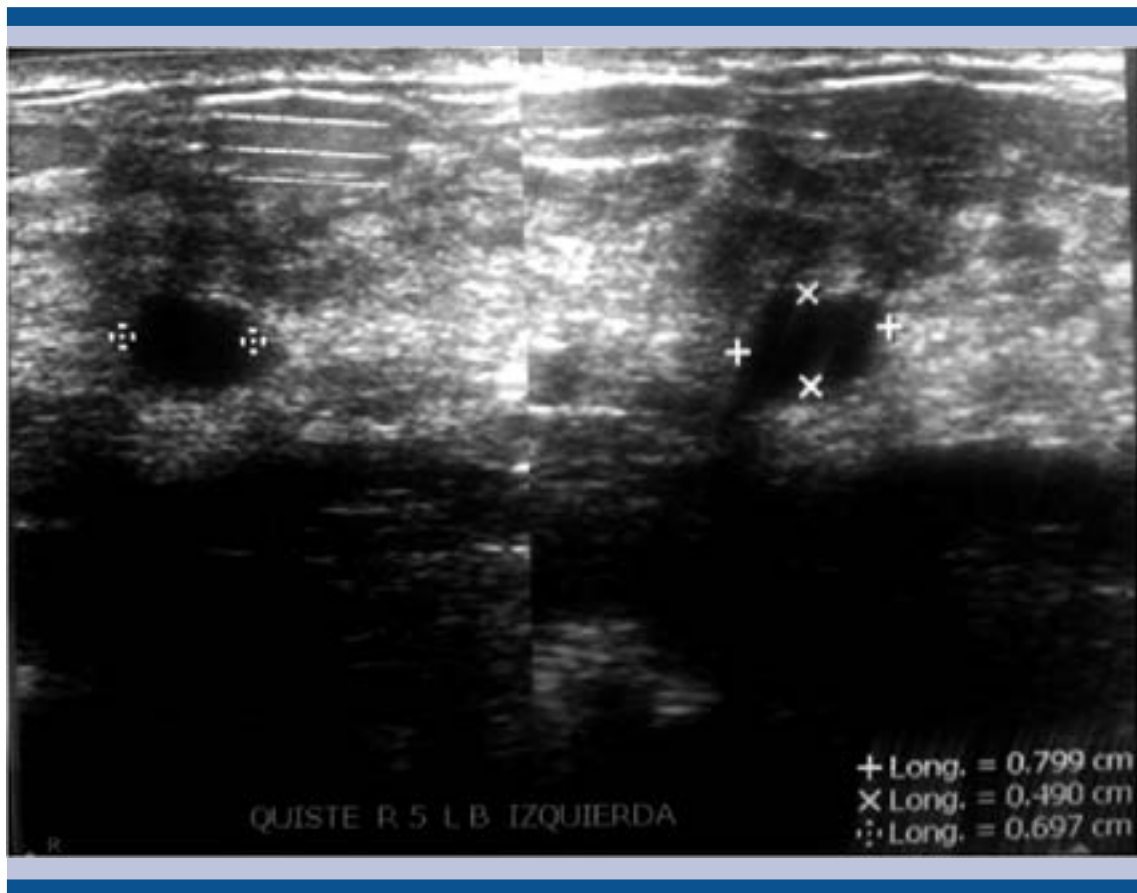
Ultrasonido: carcinoma intraquístico
